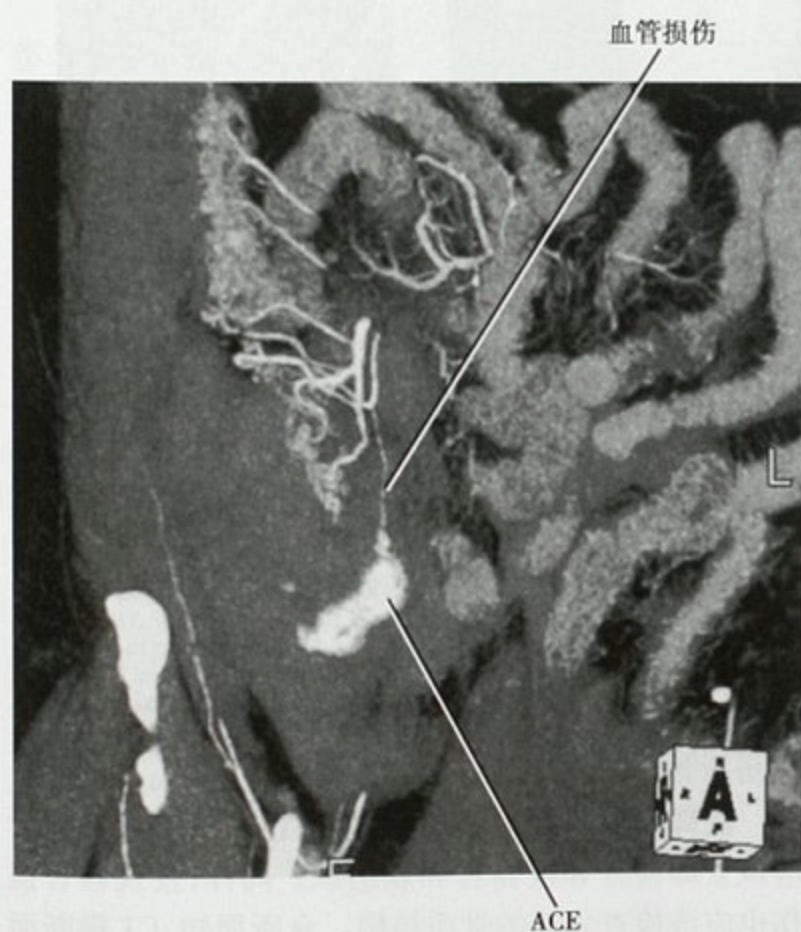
增强 CT 右下腹斜冠状面 MIP 重建, 可见右下腹断裂的回结肠动脉急性活动性对比剂外溢 (ACE)
